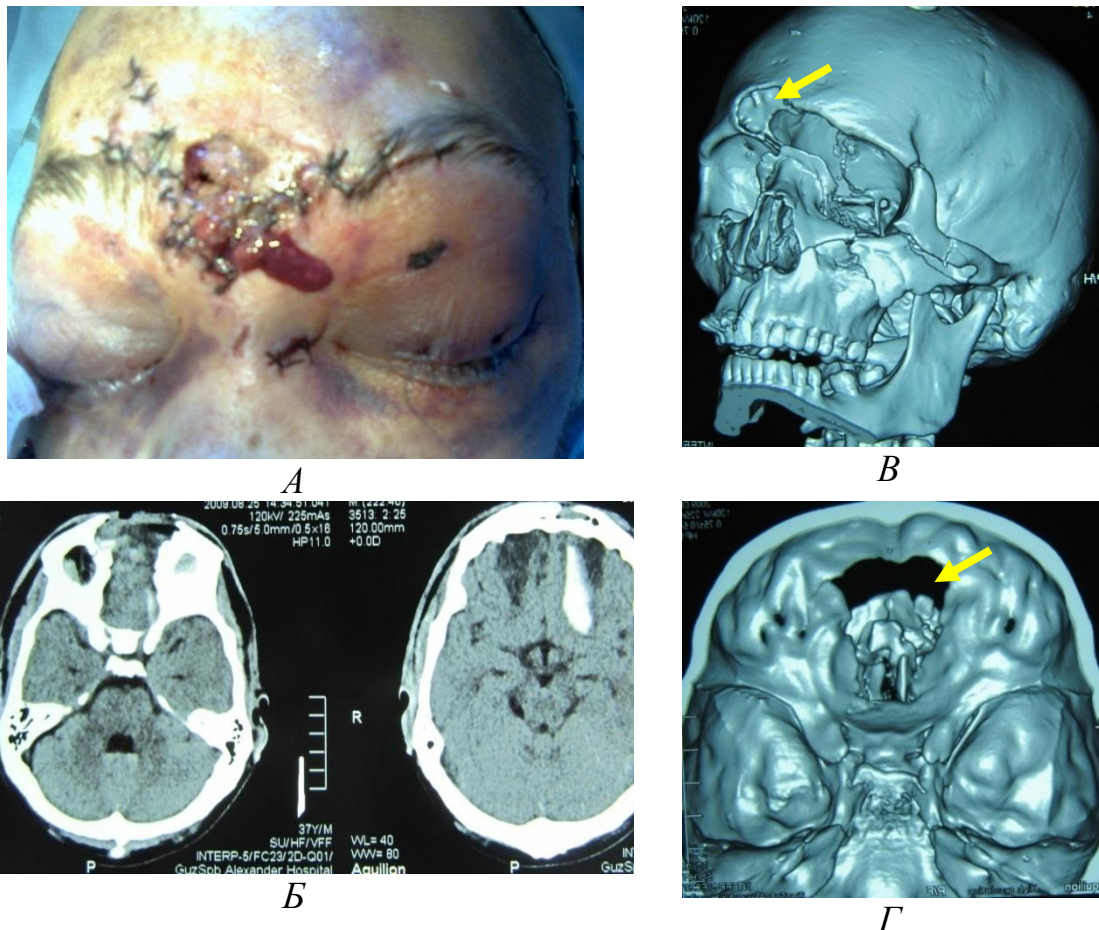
Больной Г-ич, 39 лет, посттравматический менингит и пансинусит, флегмона мягких тканей лобной области и лица, дефект кожи лобной области, через который выделяется ликвор и гнойное отделяемое (а). По данным спиральной компьютерной томографии: очаги ушиба лобных долей (б), дефект кости в проекции лобной пазухи, перелом верхней челюсти по всем уровням (в, г) со смещением.
